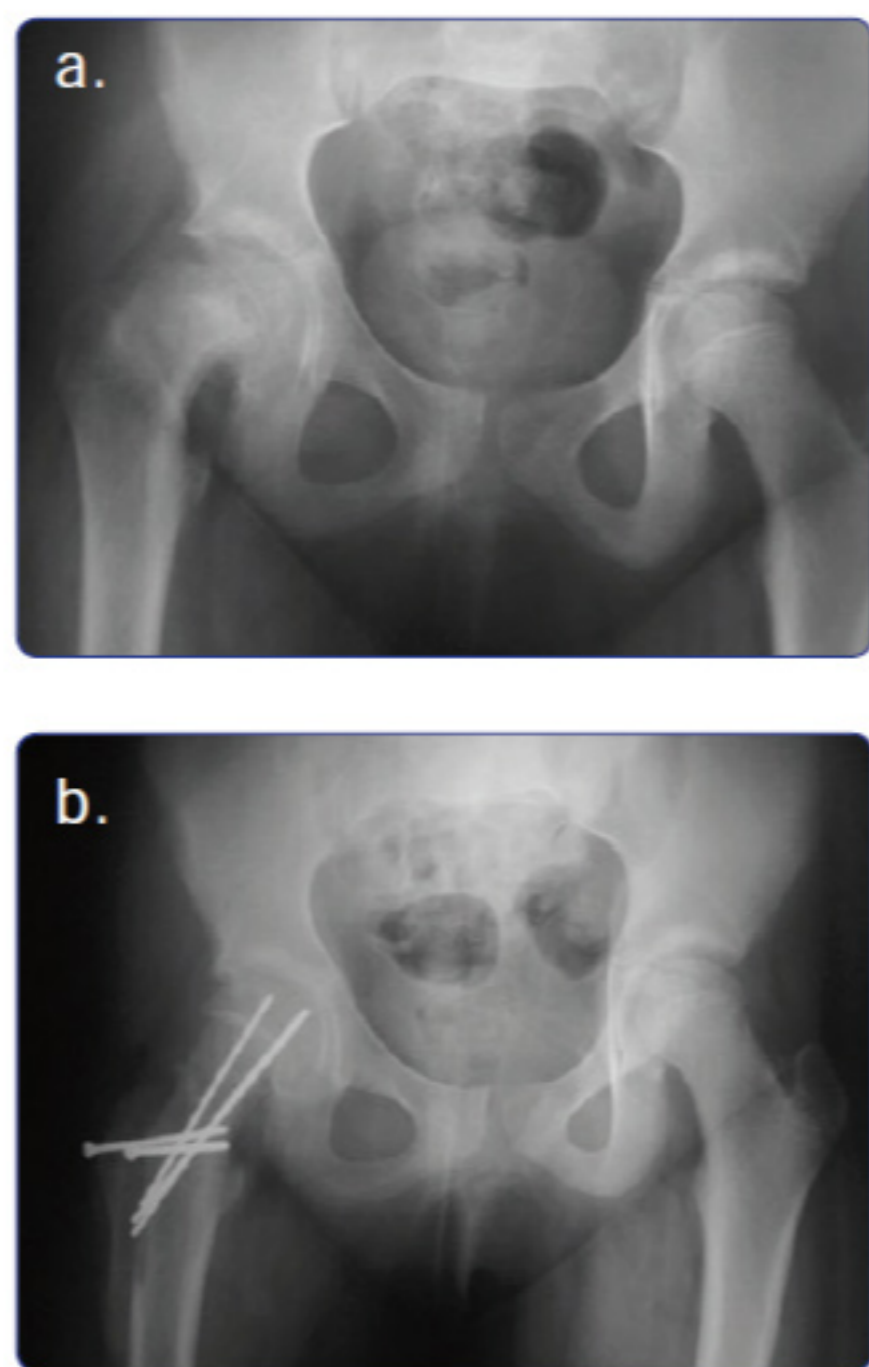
Caso 5. a) Radiografía prequirúrgica. b) Radiografía posquirúrgica.
